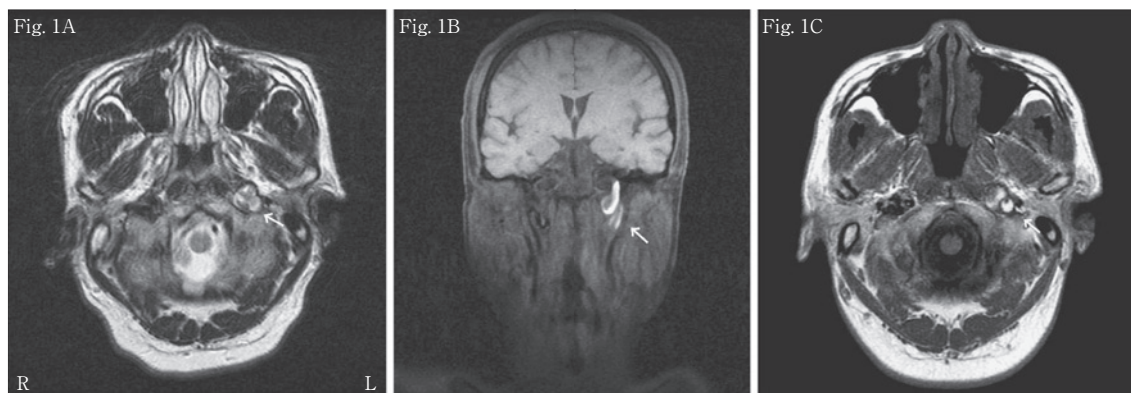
Brain MRI performed on the 5th, and 14th days of admission.
